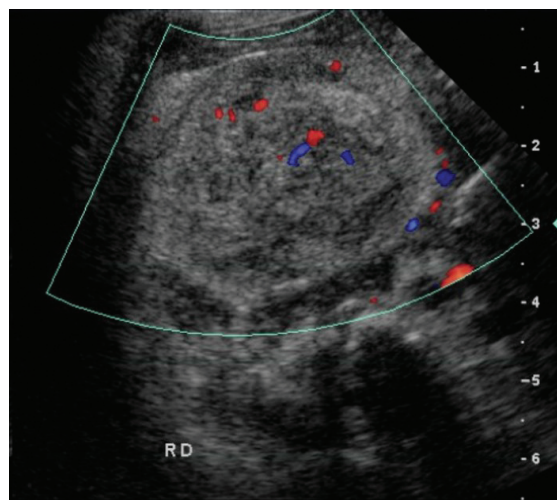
Estudo com Doppler colorido do rim direito – discreto aumento da vascularização no interior da massa renal.
